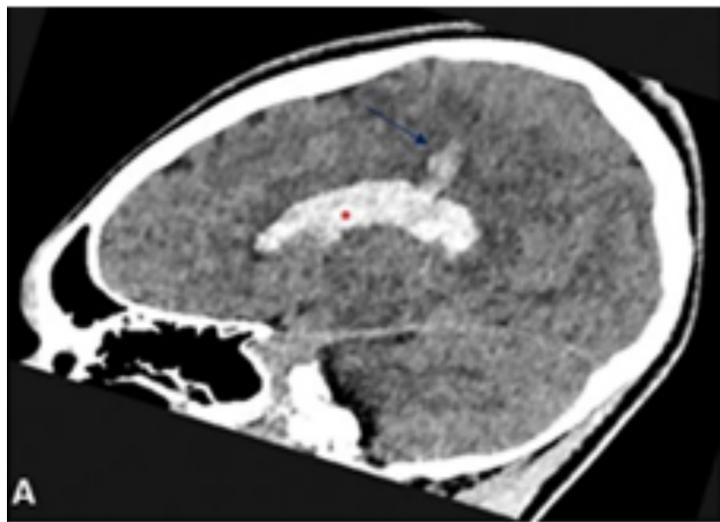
Malformación arteriovenosa complicada con sangrado intraventricular. Paciente varón de 17 años que acude por cuadro de dos días de evolución de debilidad generalizada y cefalea con rigidez nuchal a la exploración. Se solicita TC previo a punción lumbar.
